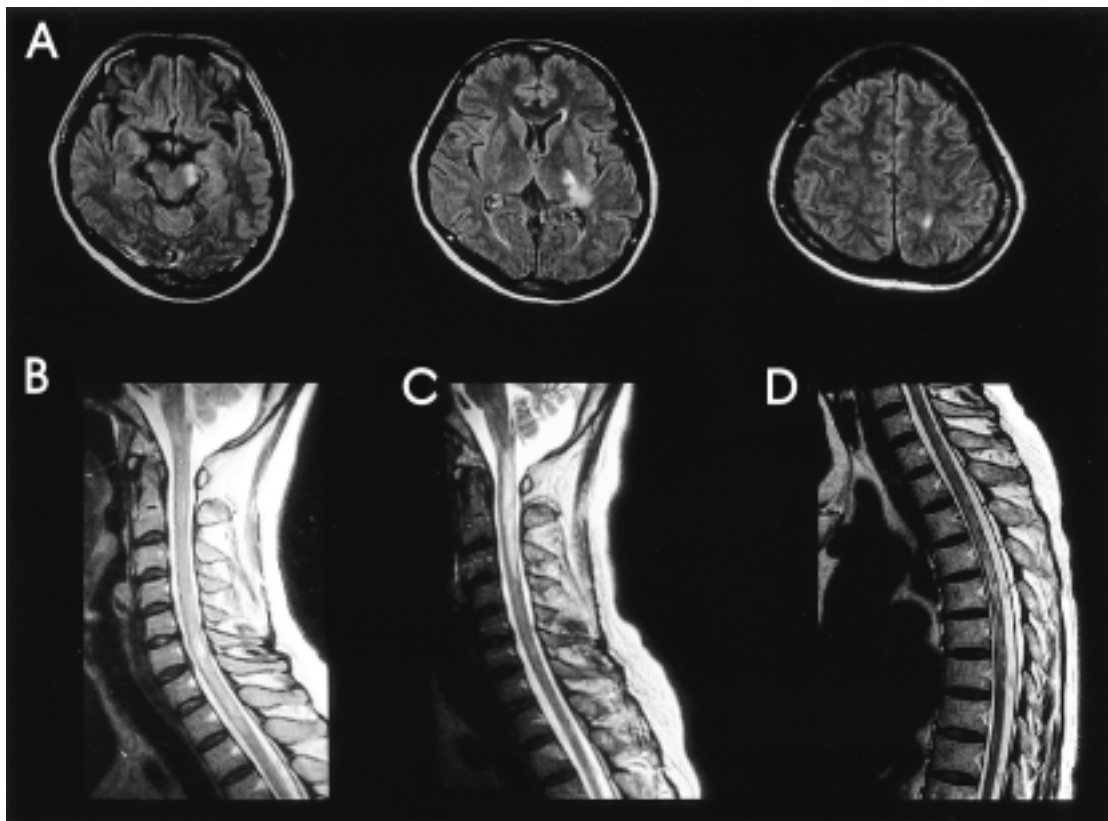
MRIs on the second admission. (A) Brain MRI shows white matter lesions involving cerebral peduncle in midbrain, internal capsule and deep white matter. (B) Spine MRI shows T2-high signal lesion in lower cervical cord. (C) Follow-up spine MRI shows new lesion in upper cervical cord and atrophy of lower cervical cord. (D) Follow-up spine MRI shows patchy lesion involving thoracic cord.
